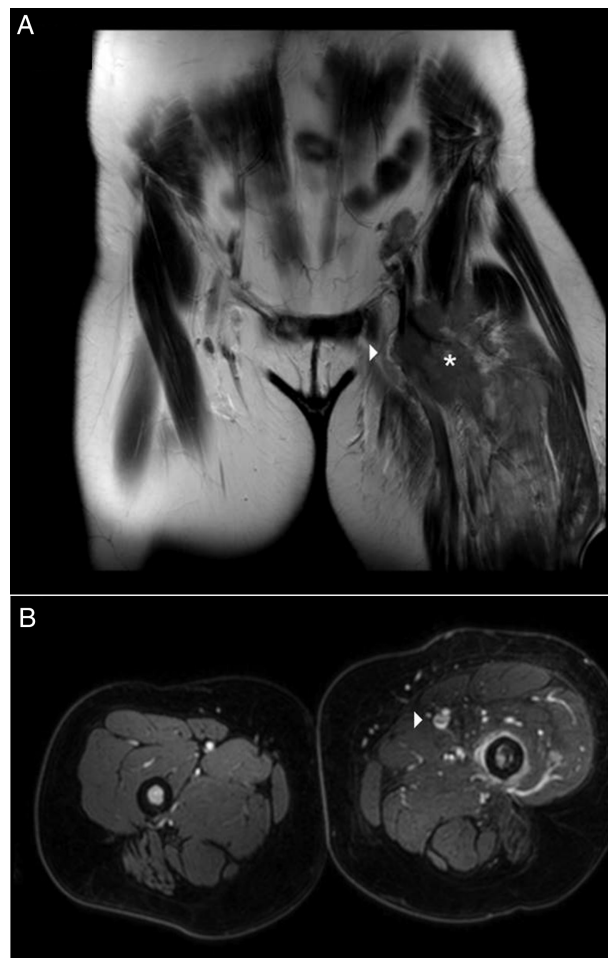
(A) Angio RMN (corte coronal). Compresión extrínseca de vena femoral (flecha) por tumoración (asterisco). Importante reacción de partes blandas. (B) Angio RMN (corte longitudinal) Extremidad inferior izquierda. Trombosis focal de vena femoral izquierda (flecha).
